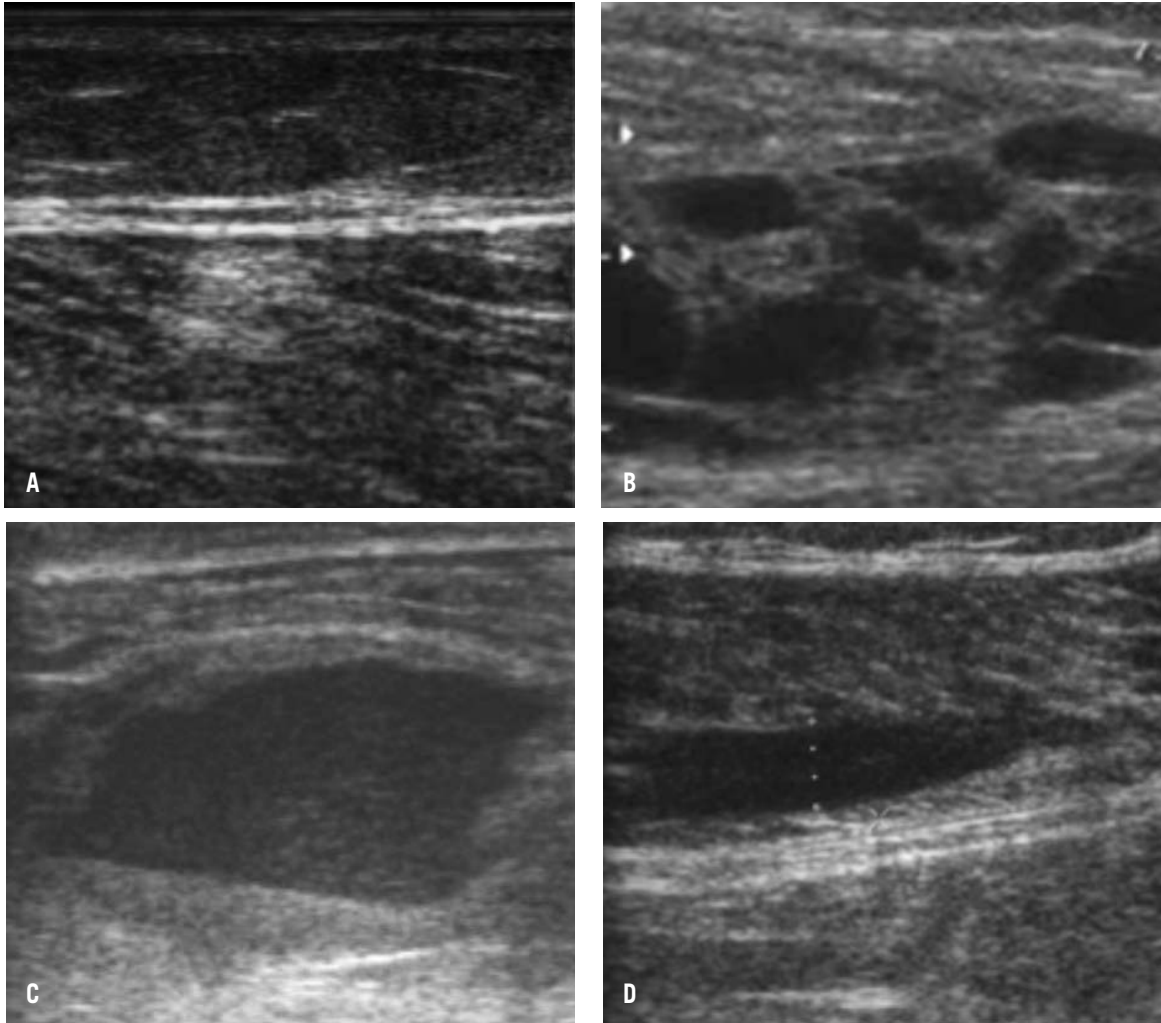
Diversos estadios del hematoma. A) Sangrado reciente, hiperecogénico (flecha). B) Ecografía realizada 24 horas después de traumatismo, con áreas hipoeecogénicas por licuefacción parcial. C) Colección hipoeecogénica con ecos internos, en examen realizado después de 48 horas de un desgarro muscular. D) Hematoma después de 5 días de producido un desgarro muscular, completamente anecogénico.
